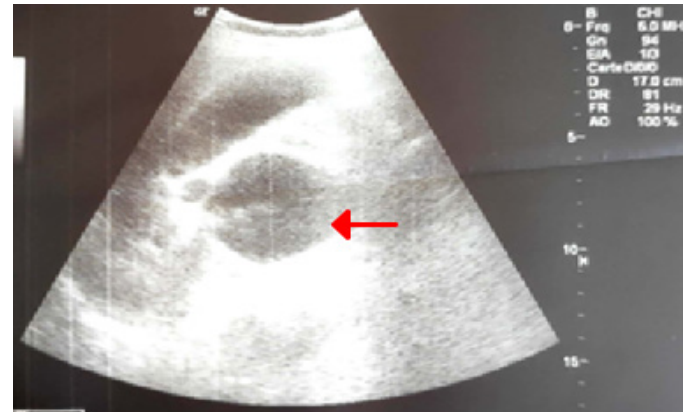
L'image échographique de la dilatation kystique de la voie biliaire principale.
